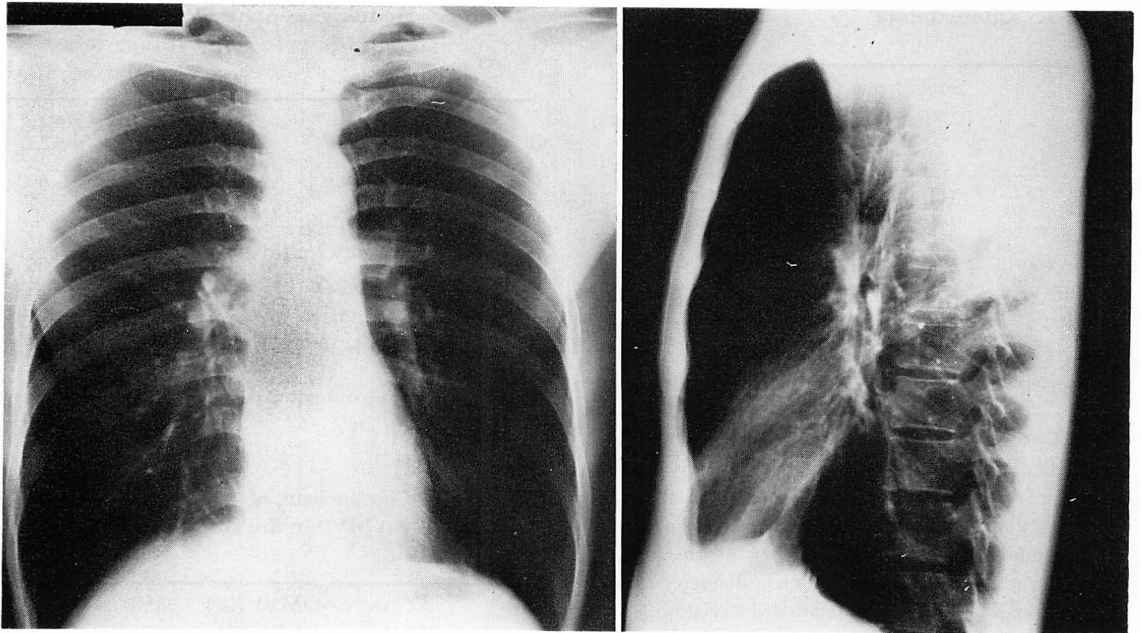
The posteroanterior and lateral chest radiographs of a case with small heart.
